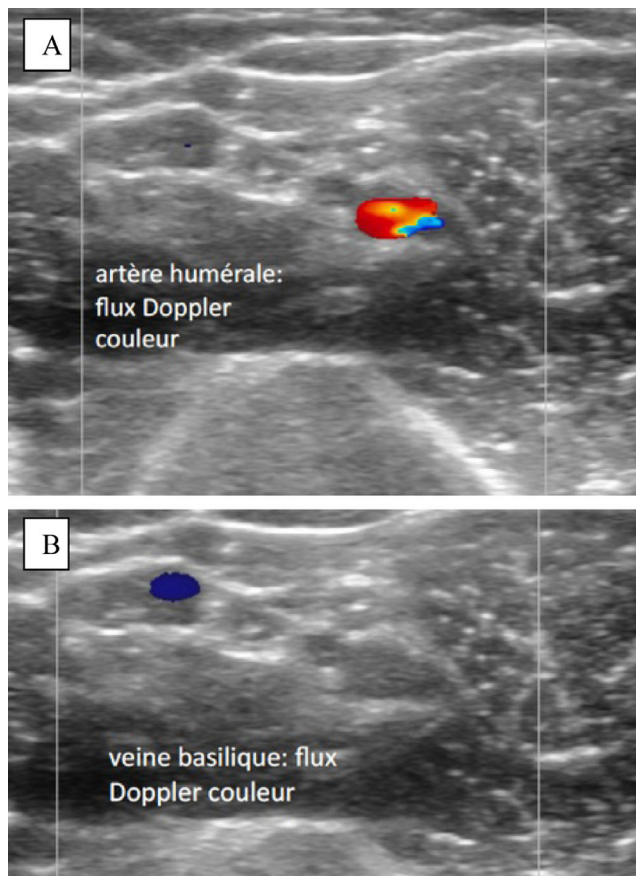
A et B : vaisseaux du bras en doppler couleur
